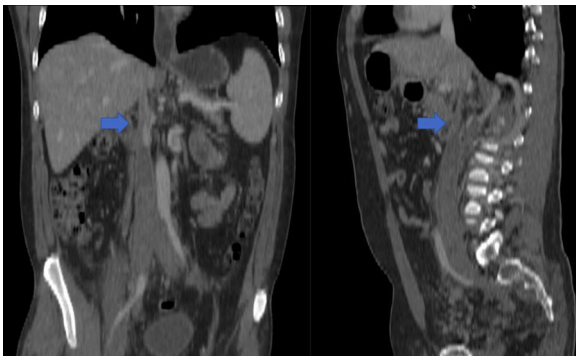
TAC: agenesia renal derecha y ausencia de vena cava inferior (VCI) subhepática e intrahepática. VCI infrahepática dilatada y con trombosis que se extiende hasta ambas venas ilíacas y femorales.
